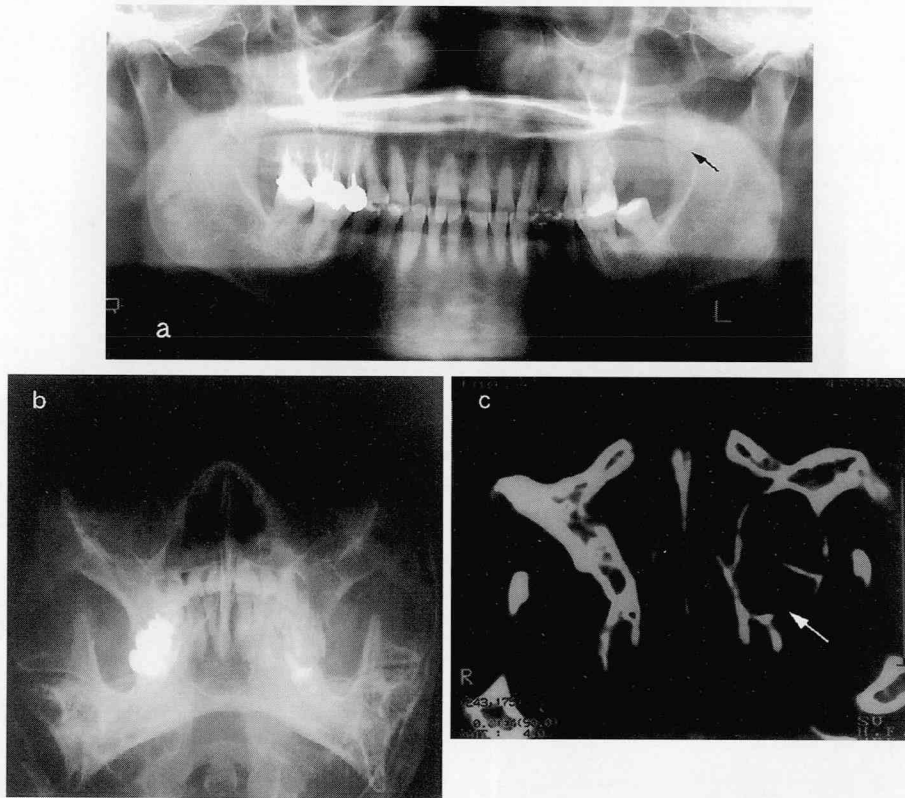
症例4の回転パノラマX線像，ウォーターズ像，CT画像
